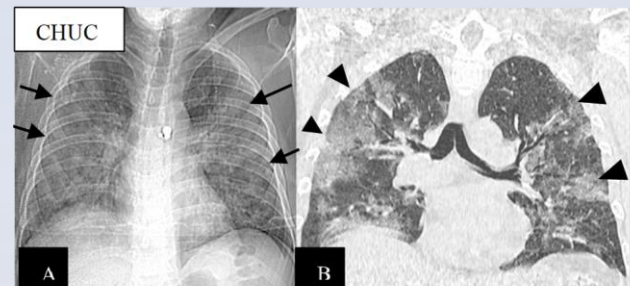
Radiographie du thorax (A) avec des opacités peu denses mal définies diffuses surtout à droites (flèches noires) chez un patient atteint de COVID-19. Les résultats sont identiques lors d'une TDM le même jour (têtes de flèche noires) (B).
